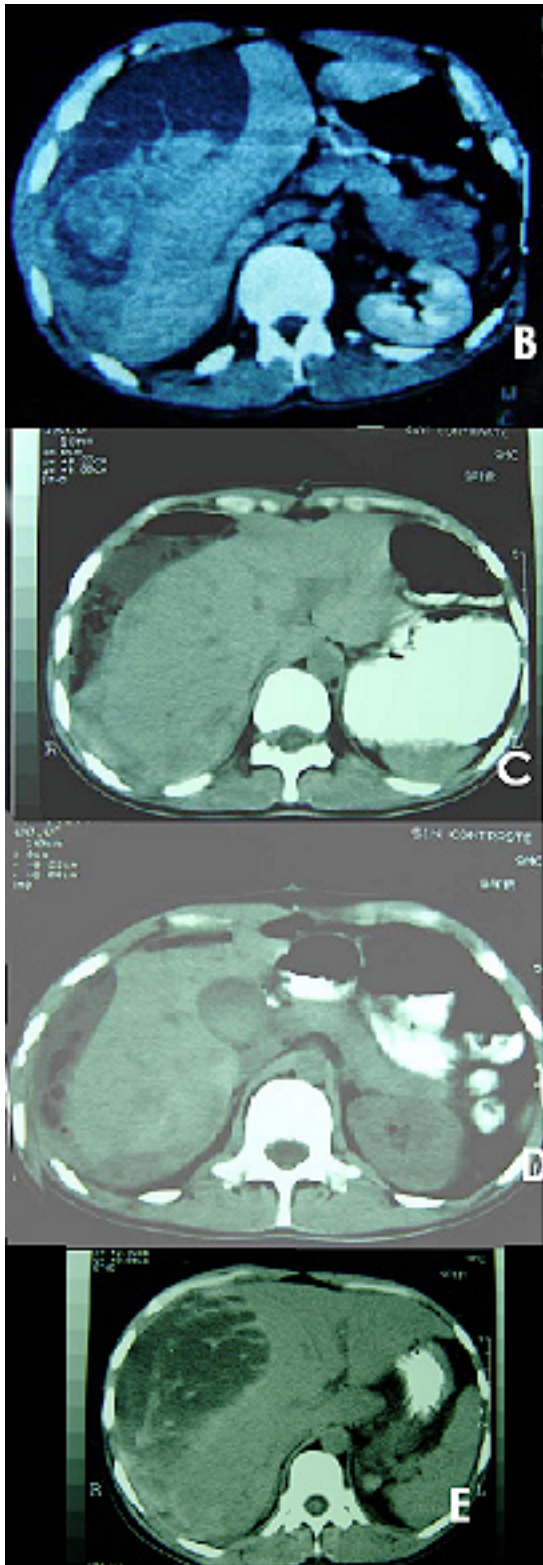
#5 TAC de Abdomen de trauma hepático. A. Hematoma de lóbulo izquierdo que produce compresión de vías biliares. B. Hematoma que abarca lóbulo derecho. C y D. Hematoma hepático que no requiere tratamiento quirúrgico. E. Hematoma hepático localizado en lóbulo derecho.
